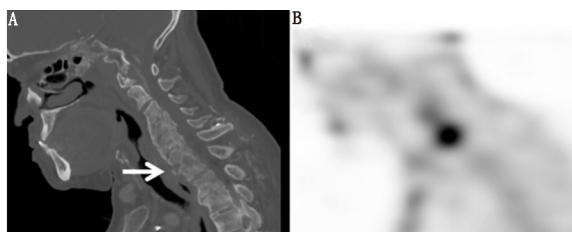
颈椎骨髓炎患者影像学检查图。矢状位 CT 图像(A)显示的 C6~C7 节段的骨质破坏区(箭头示)与矢状位 ^{67}Ga SPECT 显像图(B)上的放射性浓聚区相对应^[3](转载获许可)
